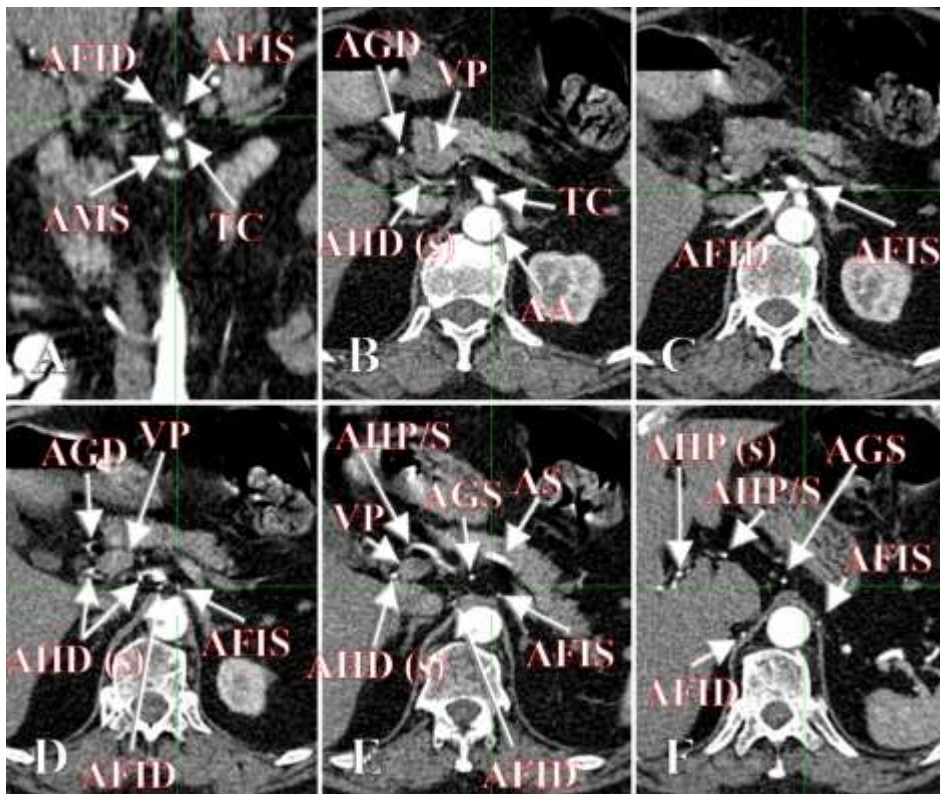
Secțiune planară coronală (A) și serie descendentă de secțiuni axiale (B-F) care prezintă originea ramurilor trunchiului celiac. AA: aorta abdominală; AHC: a.hepatică comună; TC: trunchiul celiac; AGD: a.gastroduodenală; AGS: a.gastrică stângă; AFIS: a.frenică inferioară stângă; AFID: a.frenică inferioară dreaptă; VP: v.portă; AHD(s): a.hepatică dreaptă de substituție; AS: a.splenică; AMS: a.mezenterică superioară.
